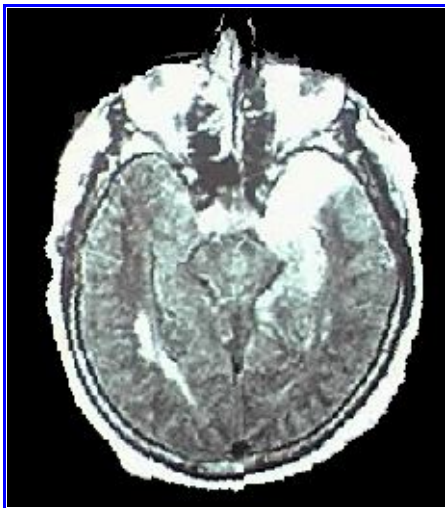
Resonancia magnética por imágenes. Localización temporal izquierda en encefalitis herpética.
